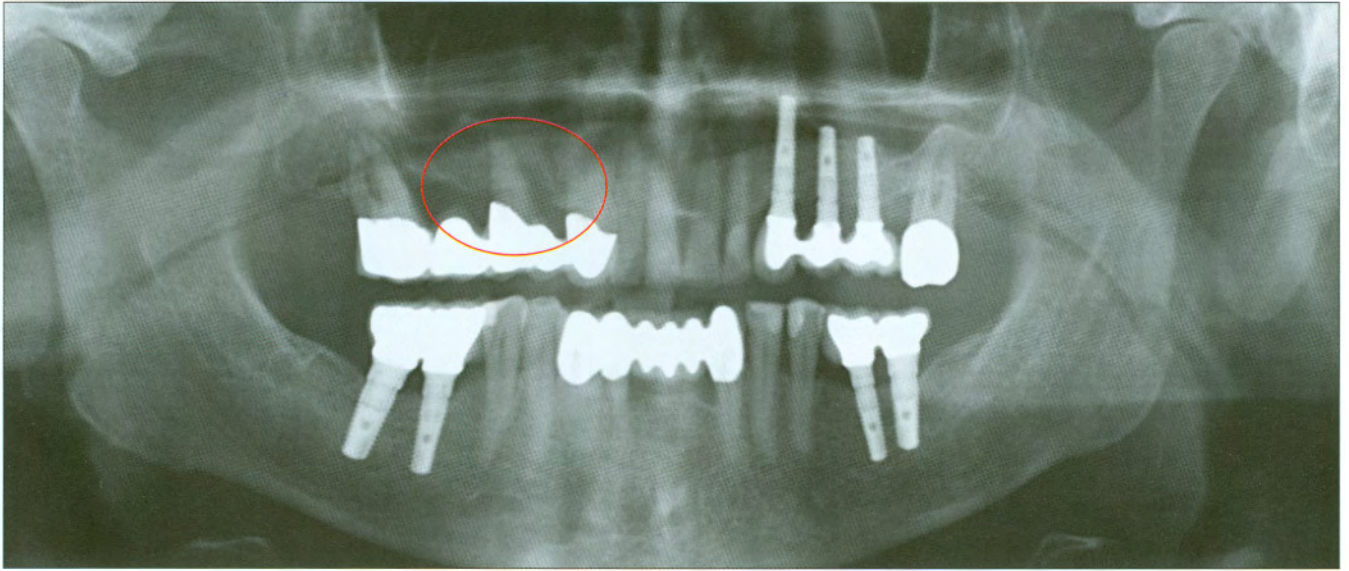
Initial panoramic radiograph: Horizontal and vertical bone loss on tooth 15.
